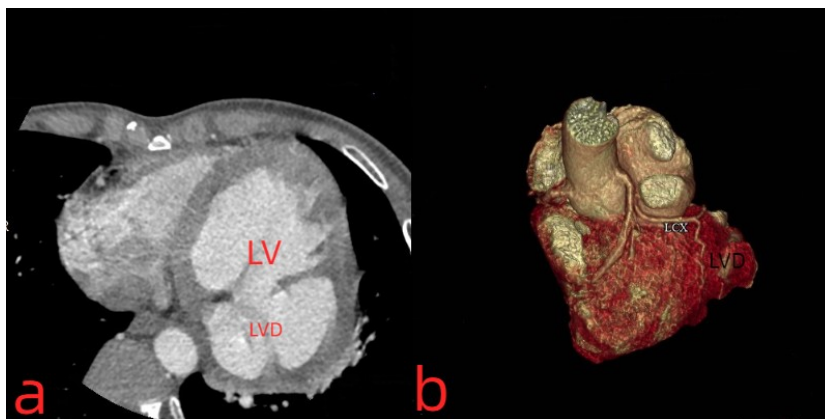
冠状动脉 CTA 和三维重建: 4a、4b: 可见左心室侧壁向左后方突出一个动脉瘤扩张的憩室, 憩室内充满造影剂, 并以囊性颈部与左心室相连。LV: 左心室。LVD: 左心室憩室: 左心室憩室
